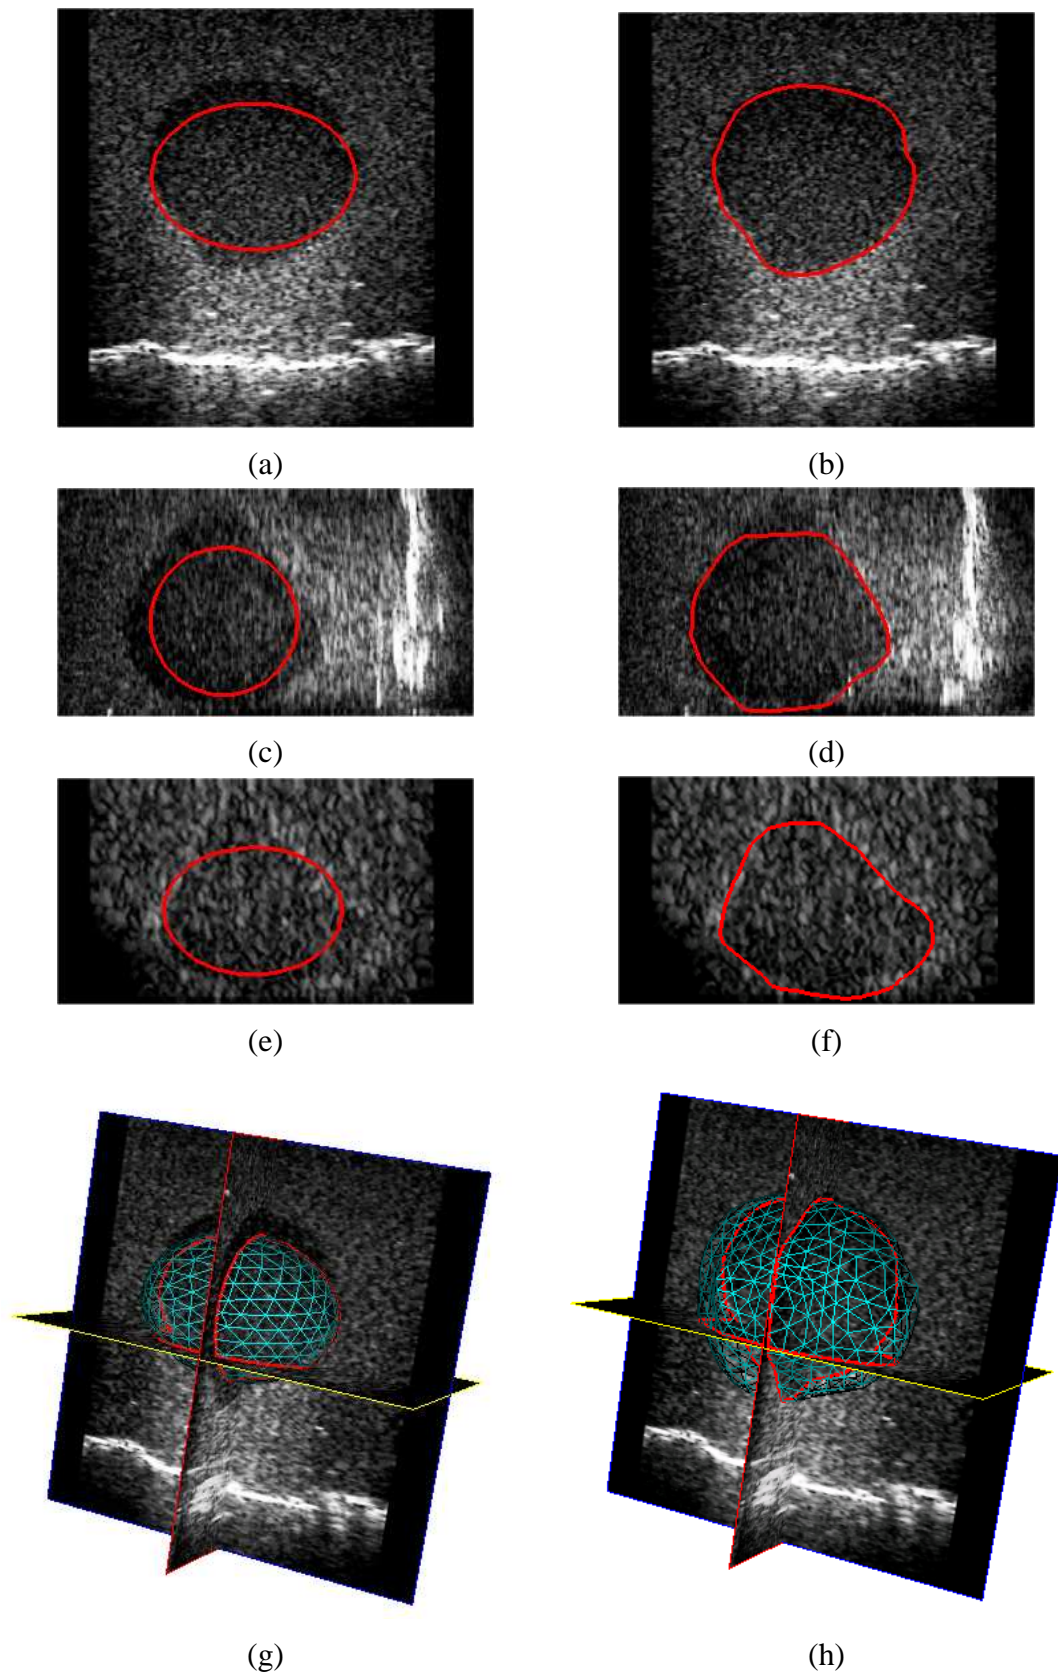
Résultats de la segmentation du fantôme en ultrasons. (a) Le modèle est superposé à l'image dans différentes vues. Colonne de gauche : modèle initial. Colonne de droite : modèle déformé. (a)-(b) : coupes perpendiculaires à Z, (c)-(d) : coupes perpendiculaires à X, (e)-(f) : coupes perpendiculaires à Y, (g)-(h) : vues 3-D.
